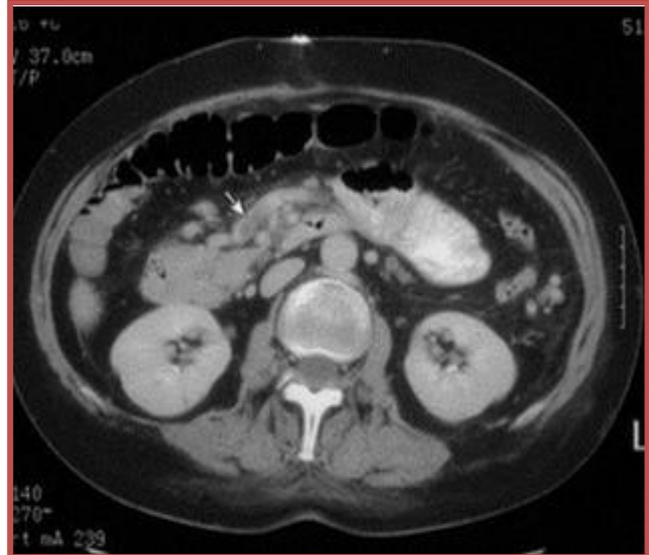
TDM avec injection de contraste. Ischémie mésentérique aiguë d'origine veineuse.
